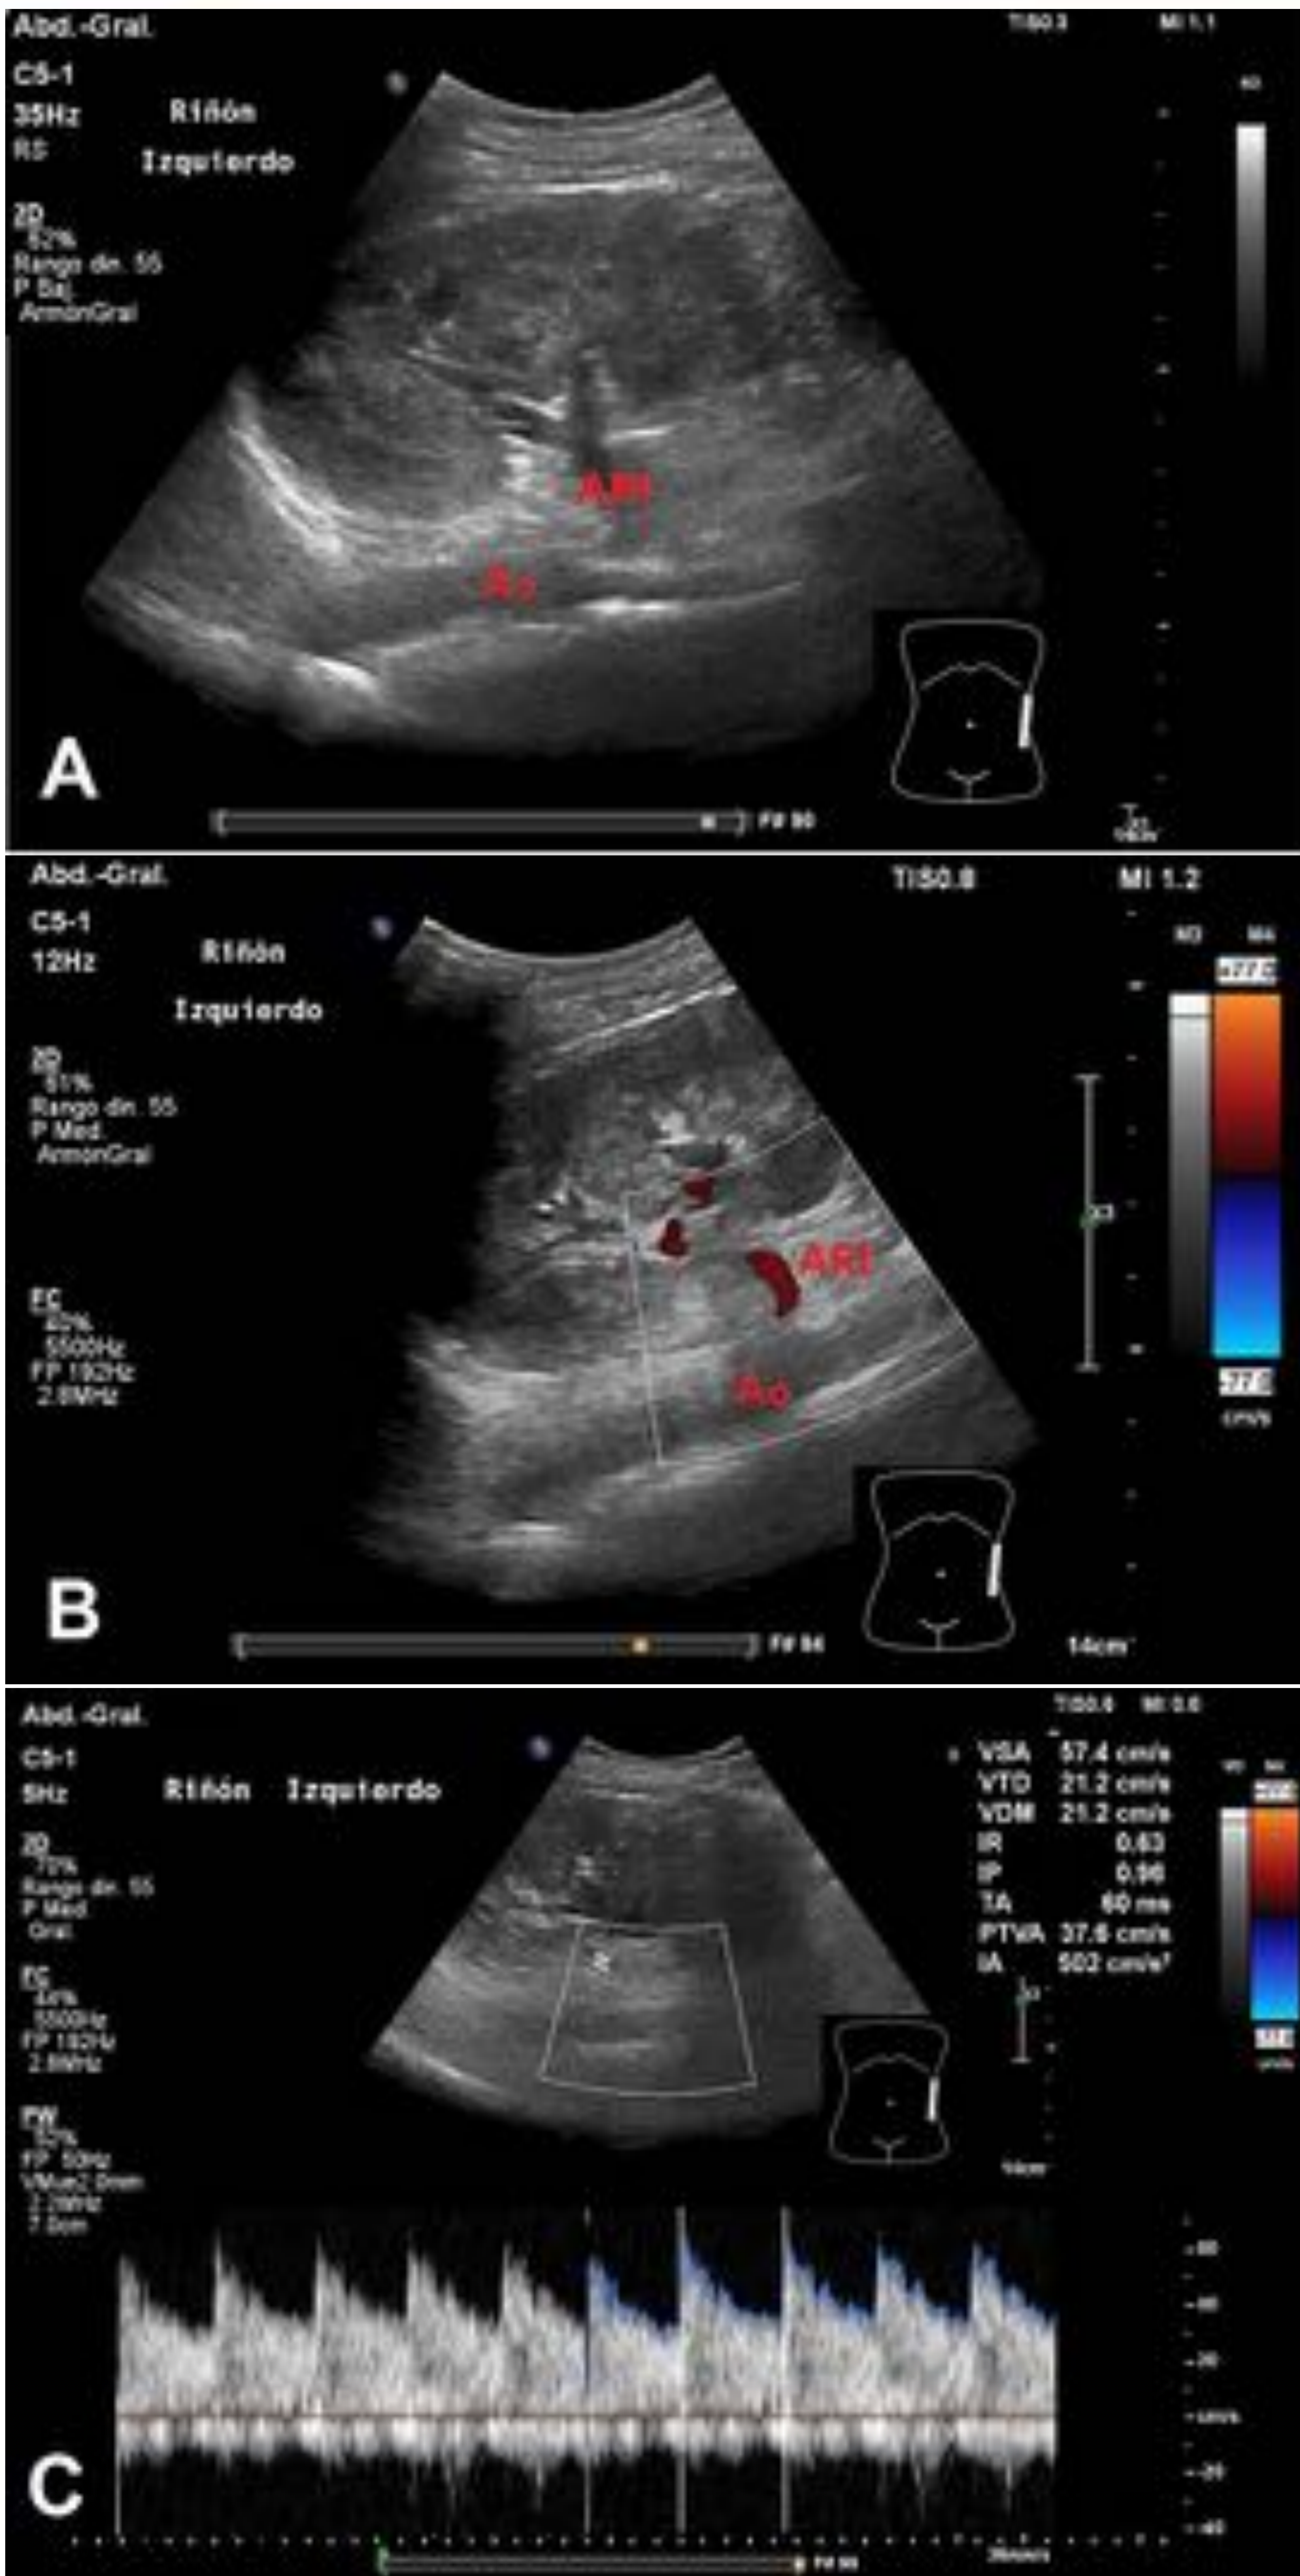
Cortes longitudinales en flanco izquierdo en decúbito supino. Escala de grises (A), Doppler color (B) y Doppler pulsado (C) de la arteria renal izquierda. Ao: Aorta, ARI: arteria renal izquierda. Sin hallazgos patológicos.
